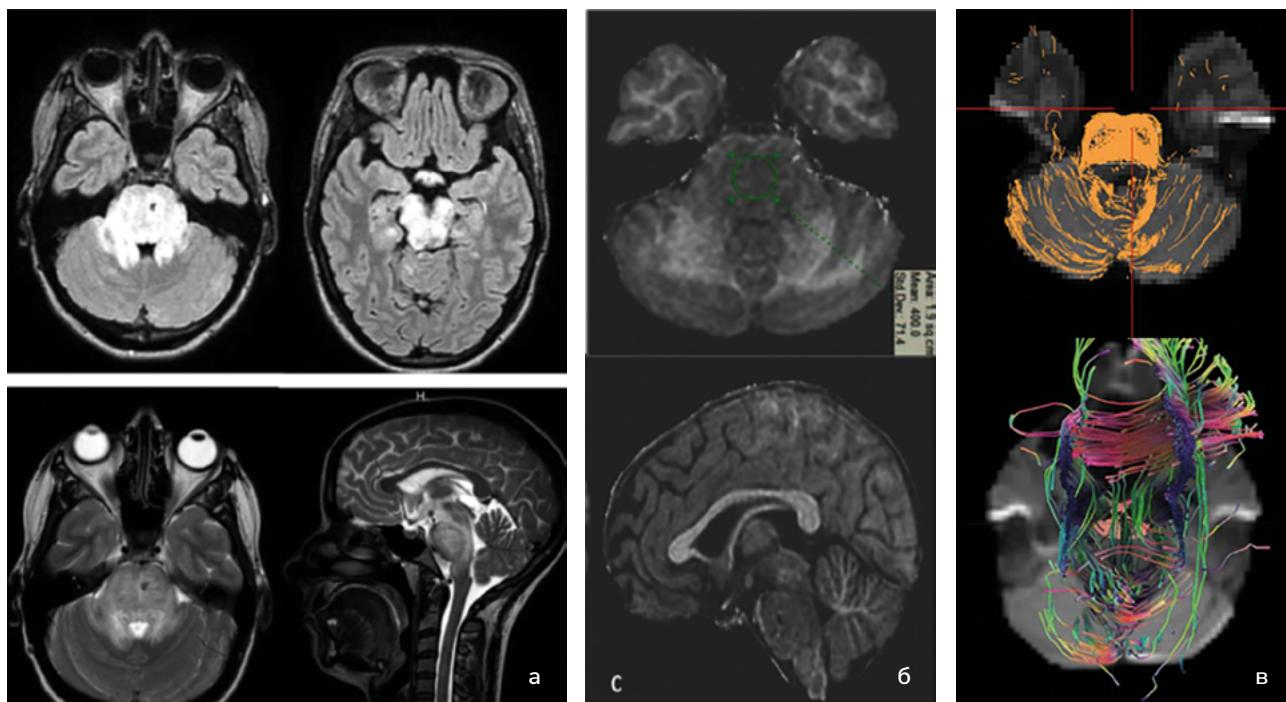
Поражение ствола мозга на структурной МРТ (а), на картах МПФ (б) и диффузионно-тензорной трактографии (г) при CLIPPERS синдроме.
